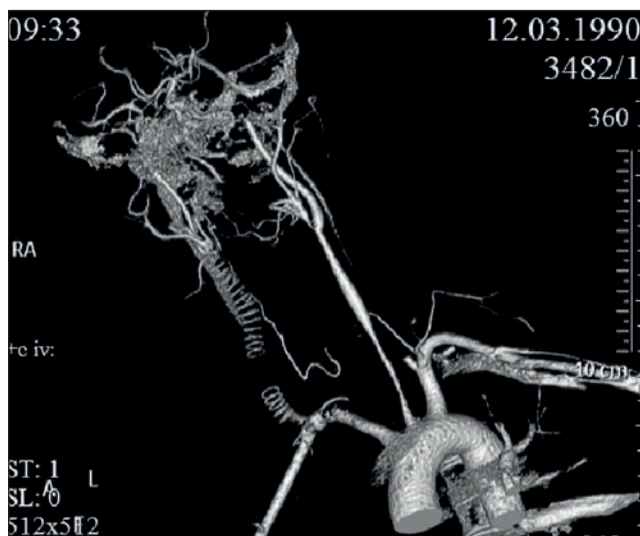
КТ- признаки аортоартериита
